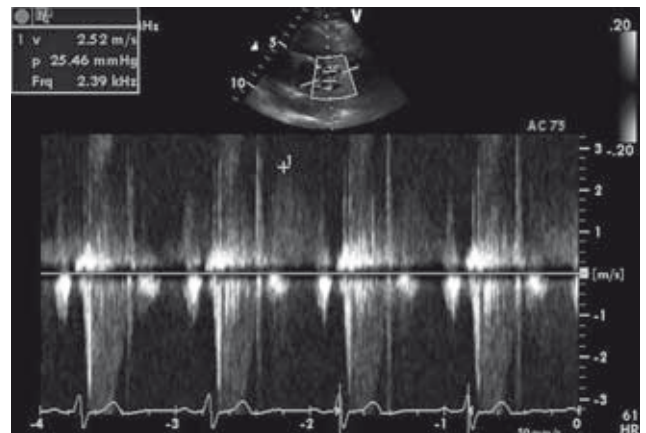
Doppler pulsato con la correzione d'angolo e volume campione di 3 mm: evidenza di velocità di flusso diastolico di almeno 250 cm/s.
